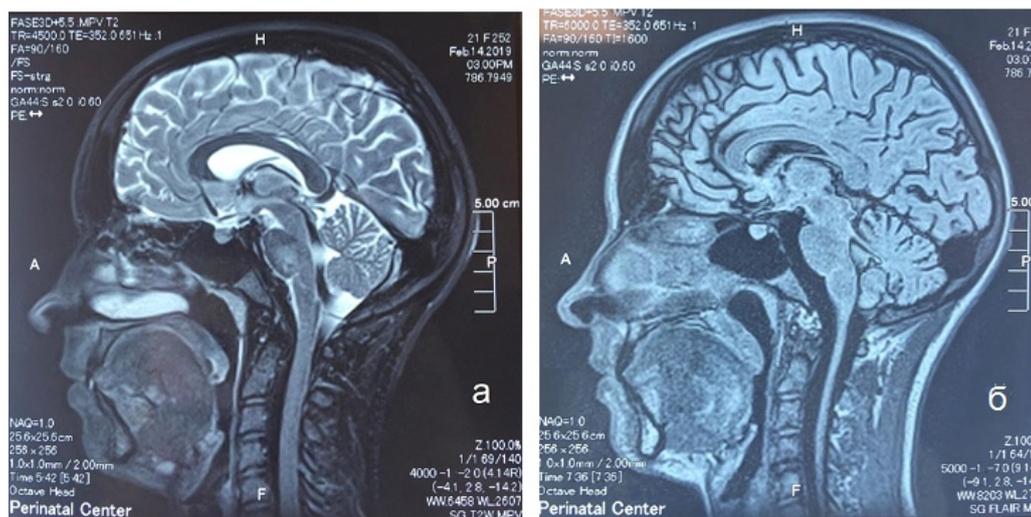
Бесконтрастная перфузионная МРТ (ASL) после транскраниальной электростимуляции методом ТЭТОС: увеличение интенсивности сигнала в лобных долях (приток оксигемоглобина в артериальное русло с увеличением скорости церебральной перфузии). а) T2-ВИ, саггитальная плоскость, б) FLAIR, саггитальная плоскость
